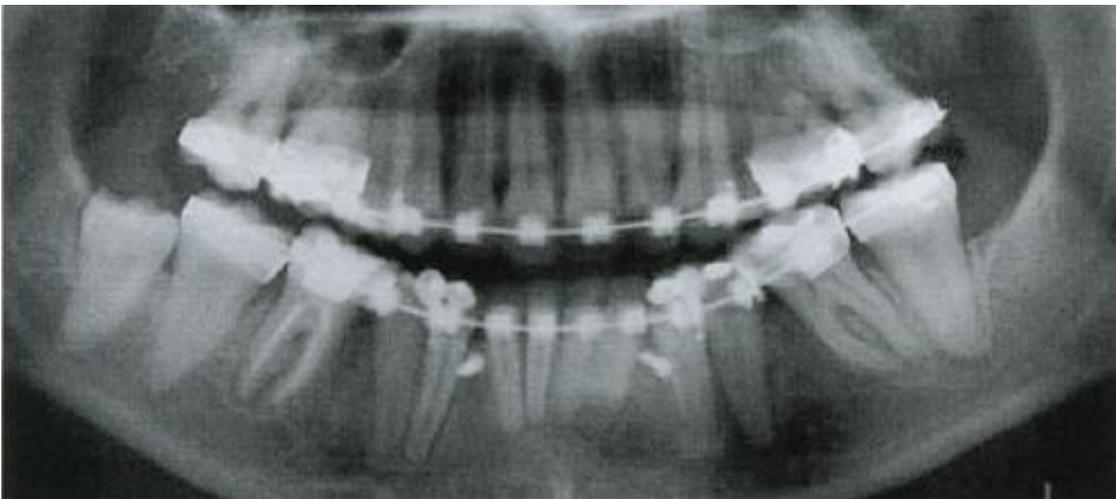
Radiografia panorâmica demonstrando a mesialização dos molares inferiores ocorrendo inclinação das coras para mesial.<sup>23</sup>
